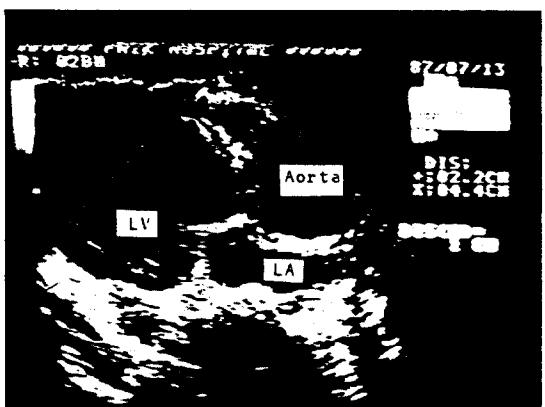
Preoperative 2-D echocardiogram, showing severe dilatation of aortic annulus and ascending aorta with aortic valve insufficiency compatible with annuloaortic ectasia.
